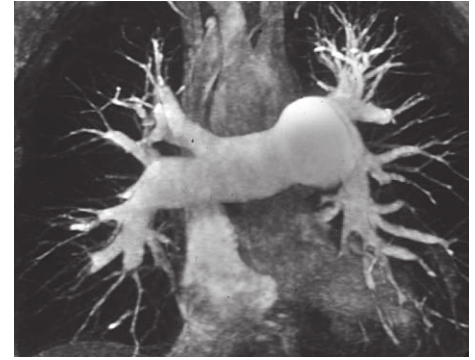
Präoperative MRT-Aufnahme
